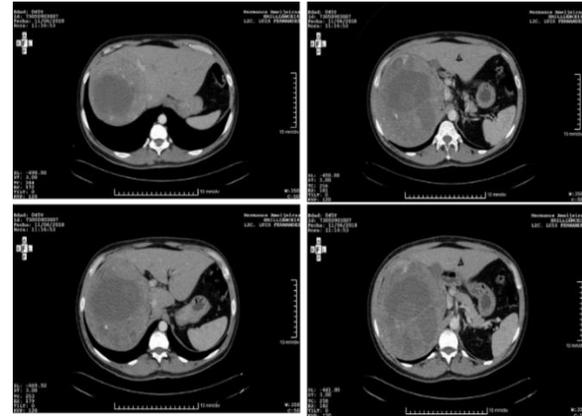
TAC de abdomen simple. Tumor suprarrenal derecho multilobulado.
